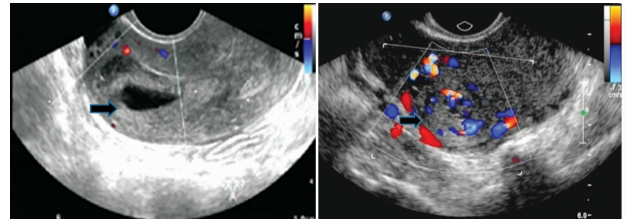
右侧宫角妊娠(孕囊型)超声图像,箭头示孕囊
